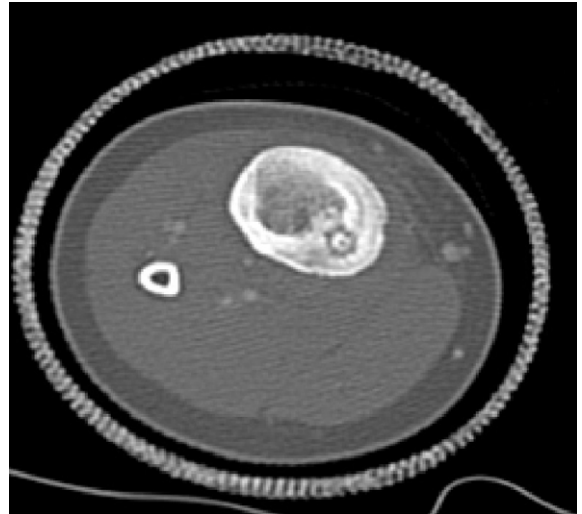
Osteoid osteoma(CT)
